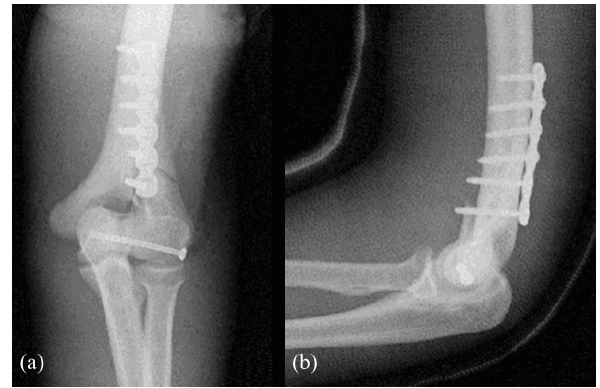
受傷3日後に骨折観血的手術施行（単純X線像）
